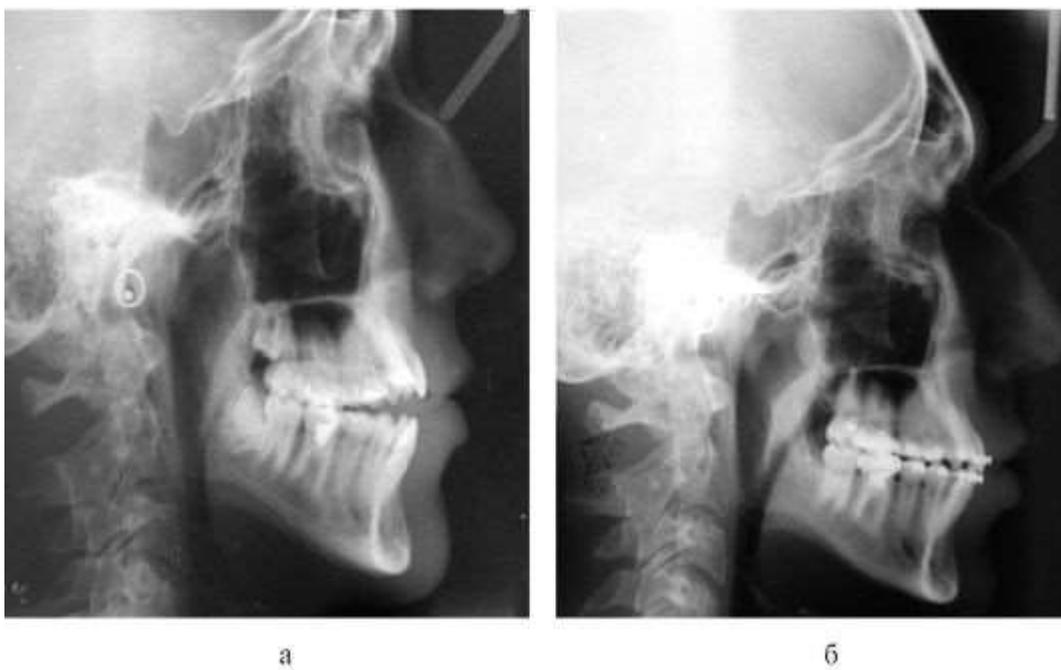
Телерентгенограммы головы в боковой проекции пациента, 17 лет, до лечения вертикальной резцовой дизокклюзии (вертикальный тип роста) (а); после лечения (б)
